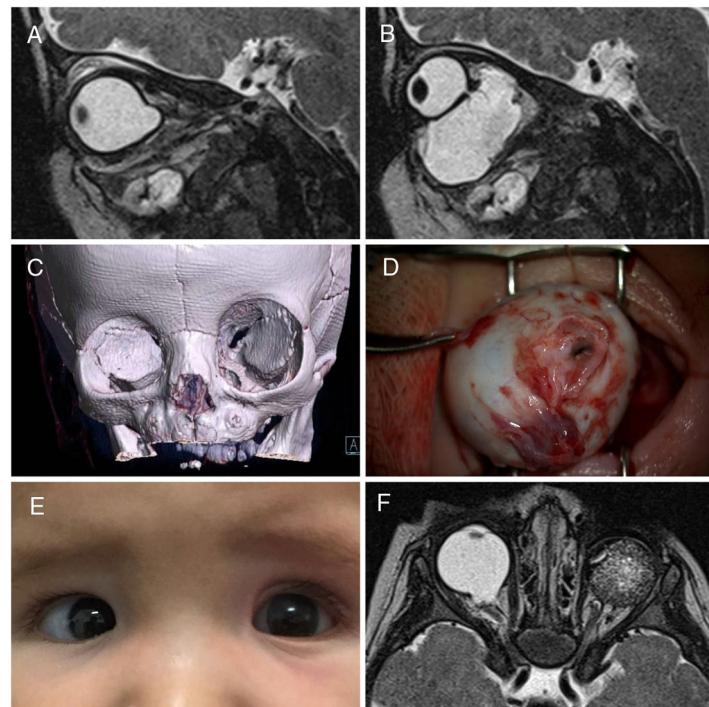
A y B) RM de ambas órbitas un mes antes de la intervención. C) TC tridimensional craneal una semana antes de la cirugía. D) Enucleación del ojo izquierdo con escisión del quiste orbitario (vídeo 1). E) Apariencia externa del paciente 3 meses después de la enucleación ampliada, con adaptación satisfactoria de una prótesis ocular. F) RM de órbitas evidenciando la ausencia de complicaciones a los 9 meses de la operación.
